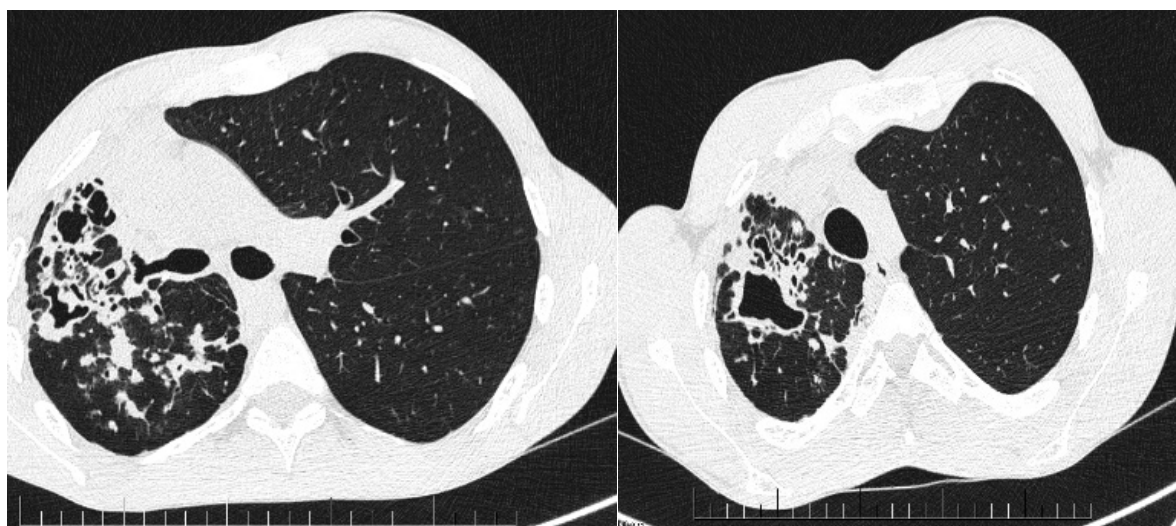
CT obraz pacienta B2 pred operáciou RTG obraz pacienta B2 po operácii
